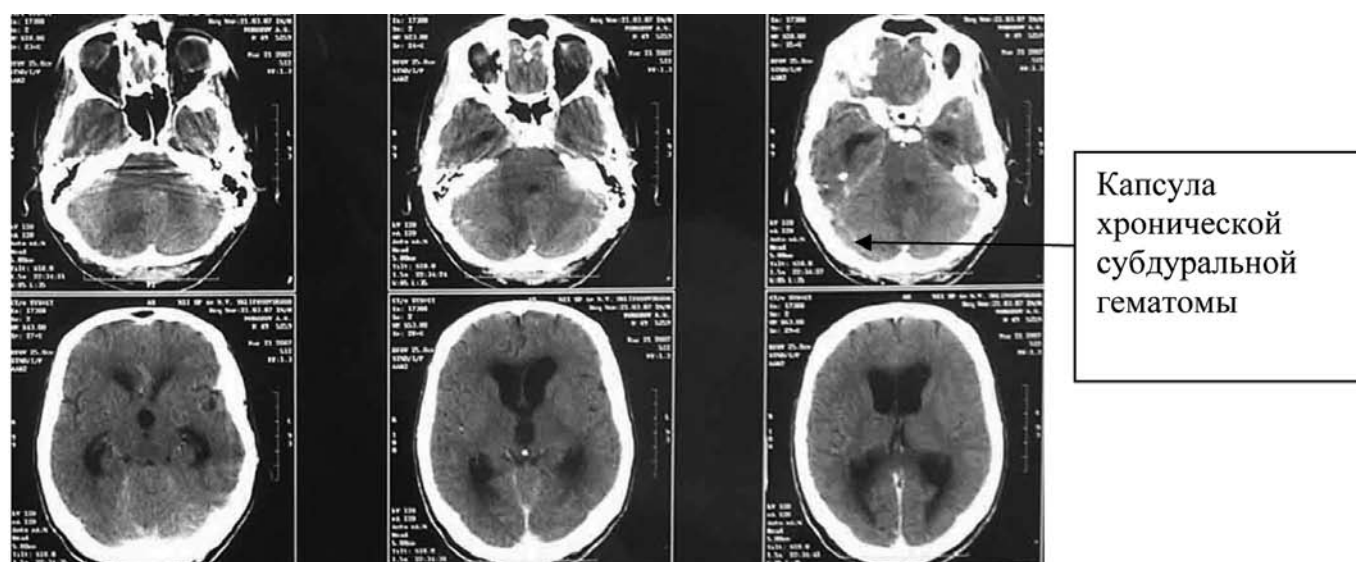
КТ головного мозга с внутривенным введением контрастного вещества. Заподозрено наличие хронической субдуральной гематомы над правым полушарием мозжечка.
